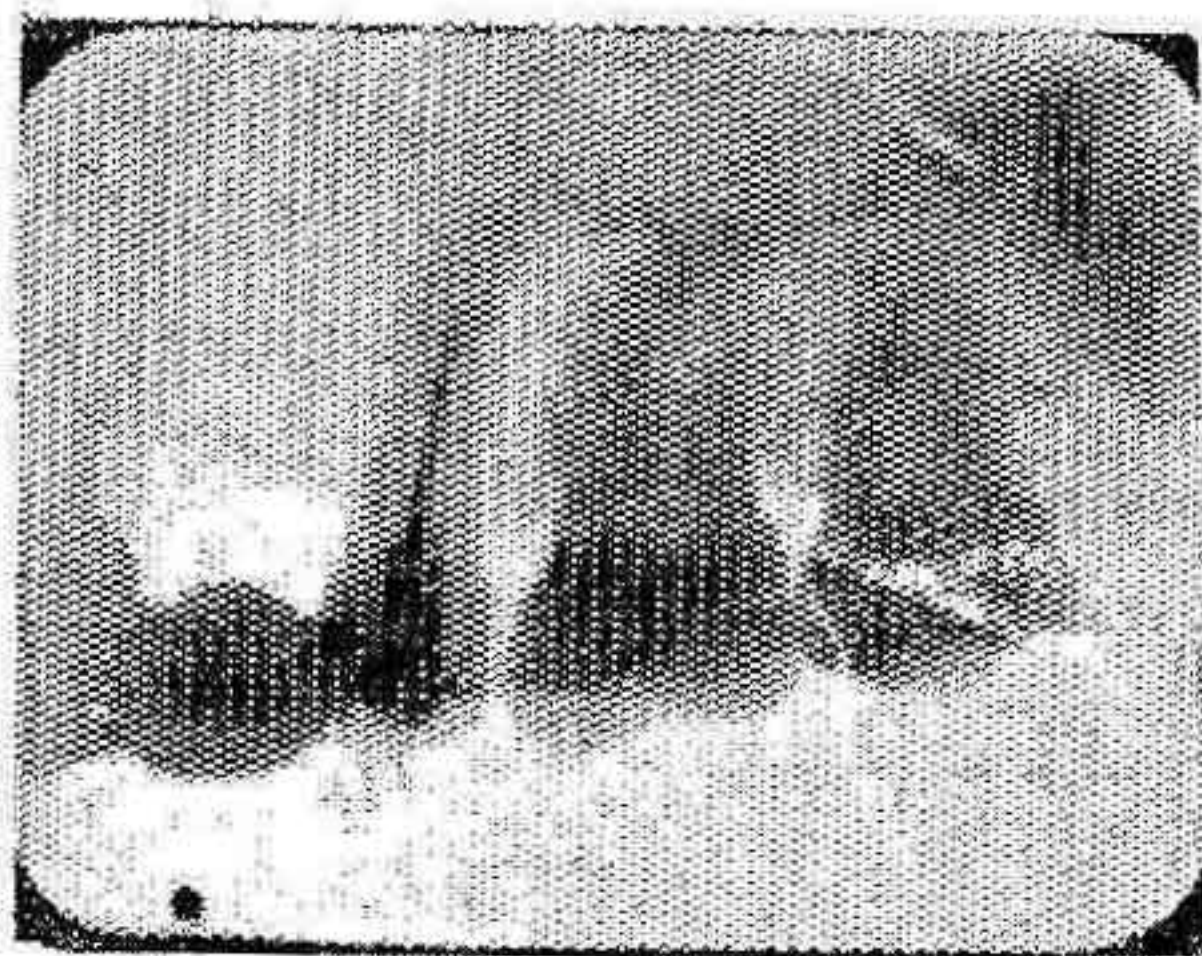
Fecha intervención: febrero 1941. Cuarto grado, sin gangrena. Relleno total con Putridomors, atacado con punta de guta. Fecha radiografía: febrero 1944
